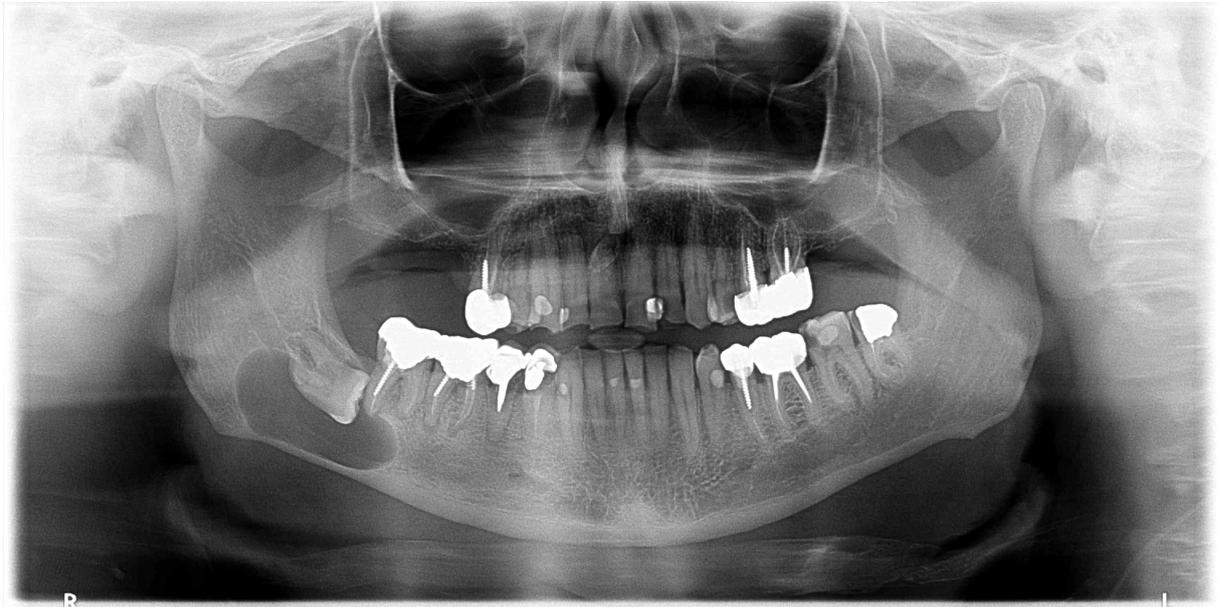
Radiographie panoramique d'un kyste dans la région de la MM3 [13]
